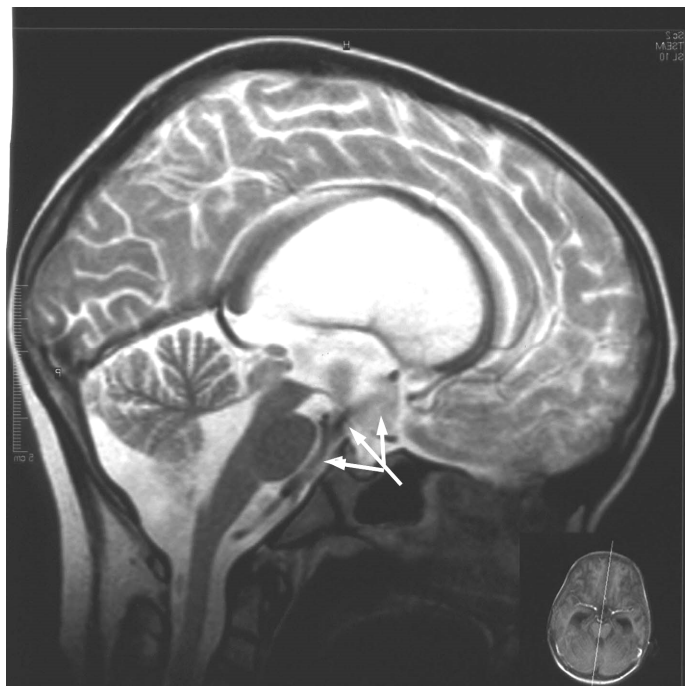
Магнитно-резонансная томограмма с использованием импульсной последовательности в режиме Turbo SE в наблюдении с окклюзионной гидроцефалией, обусловленной стенозом Сильвиева водопровода. У больного С., 6 лет. Исследование проведено на 15 сутки после ЭВЦС III. Отмечается затемнение в передних отделах III желудочка, соответствующее току ликвора, которое достигает максимальной скорости в области вентрикулостомы и продолжается в базальные цистерны.
